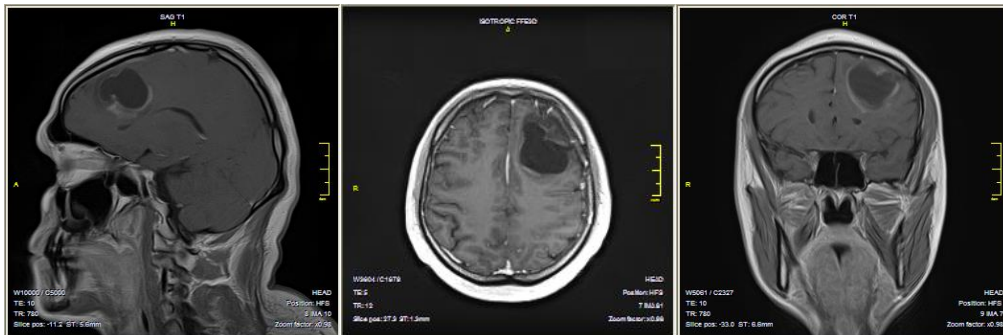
МР-томограмма головного мозга больного К., 40 лет с контрастированием. В лобной области слева имеется кистозно-солидная внутримозговая опухоль
